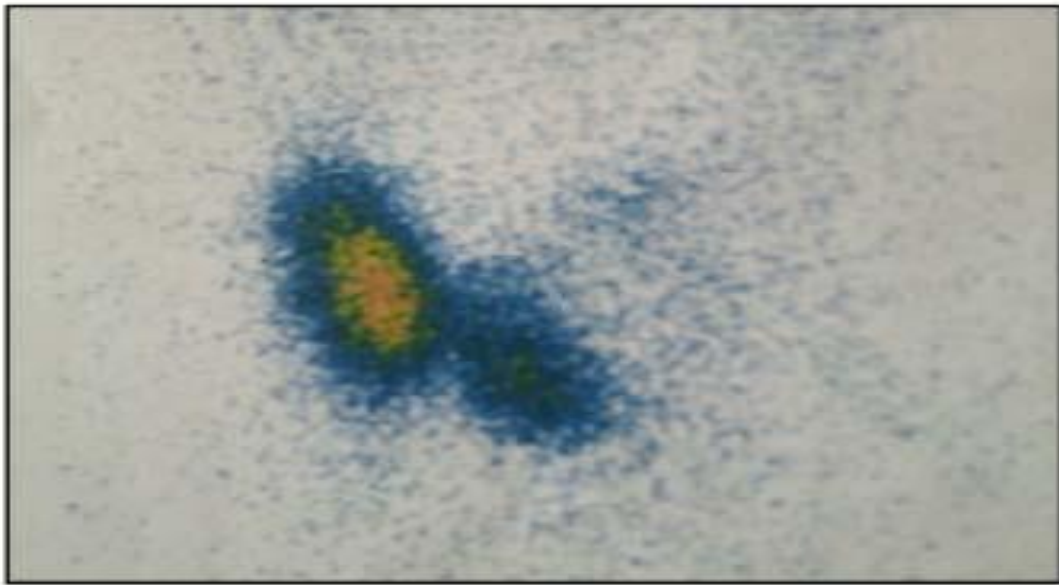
La scintigraphie du patient montrant une hypertrophie du lobe gauche qui est le siège d'une grosse formation quasi lobaire de caractère froid.
